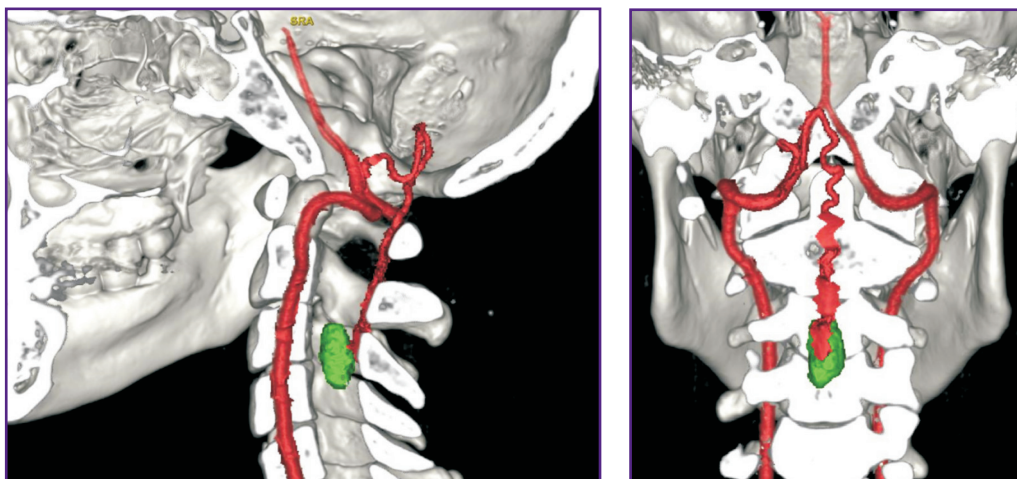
3D-реконструкция на основании КТ-АГ сосудистой анатомии интрамедуллярной гемангиобластомы на уровне позвонков С<sub>3</sub>–С<sub>4</sub> (рисунок авторов)
